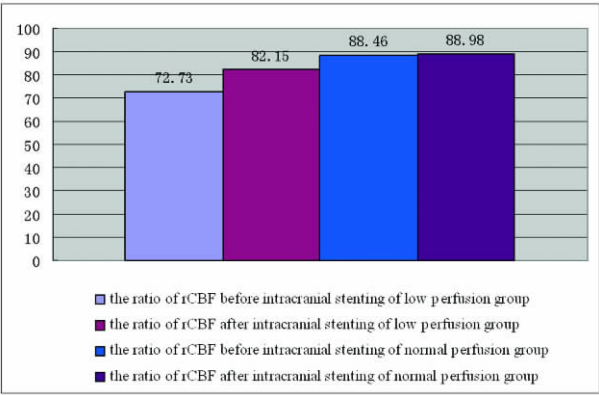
两组行颅内支架术前后 SPECT rCBF 均值比较
